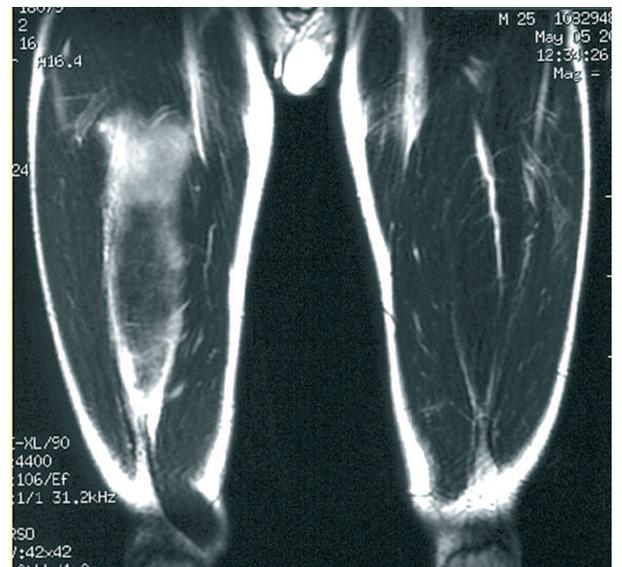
Resonancia magnética del músculo recto anterior derecho (corte coronal, secuencia Fast T2), lesión grado 2 con período de convalecencia corto, sobrestimación por el edema.
